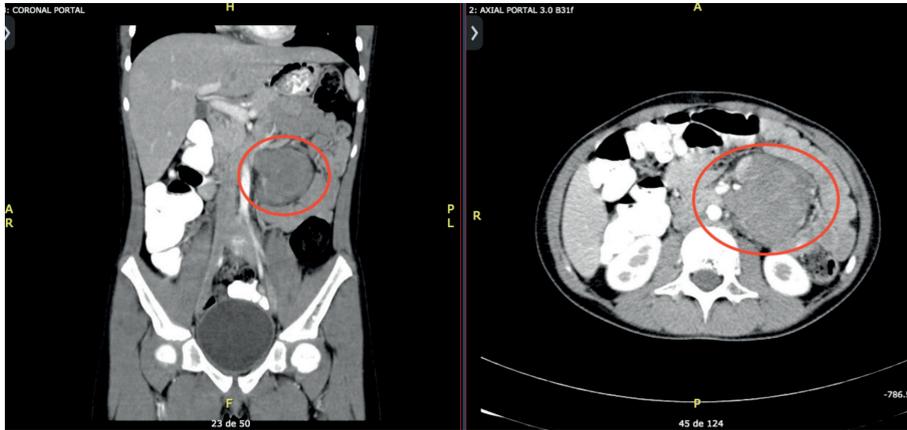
Tomografía abdomino-pélvica contrastada. Encerrado en rojo: masa sólida hipodensa de aproximadamente 6 cm x 5,9 cm x 5,4 cm, con adenopatías circundantes.
